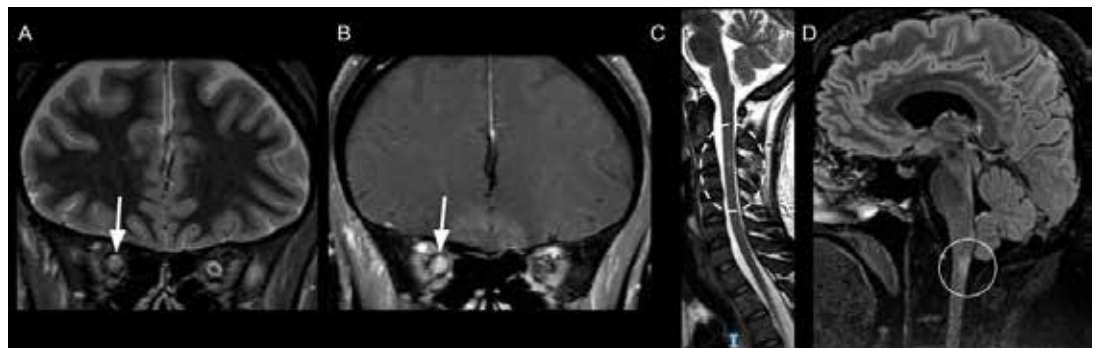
A: Corte coronal T2 STIR. Tenue hiperintensidad en región posterior de nervio óptico derecho (flecha). B: Corte coronal T1 con contraste: Intenso realce con contraste del nervio óptico derecho, exhibiendo incluso realce perineural y aspecto tumefactivo. C: Corte sagital T2. Sutil hiperintensidad a nivel cervical en paciente con síndrome medular (círculo con líneas punteadas). D: Corte sagital FLAIR CUBE. Lesión hiperintensa en unión bulbomedular (círculo con línea continua)
